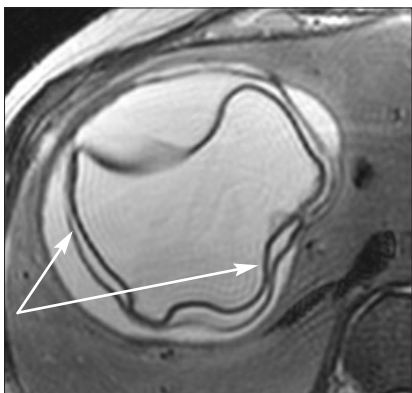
МРТ и УЗ-сканограмма эхинококковых кист: определяются ленточные гиперэхогенные структуры (обозначены стрелками) в просвете кисты – отслоившаяся хитиновая оболочка
